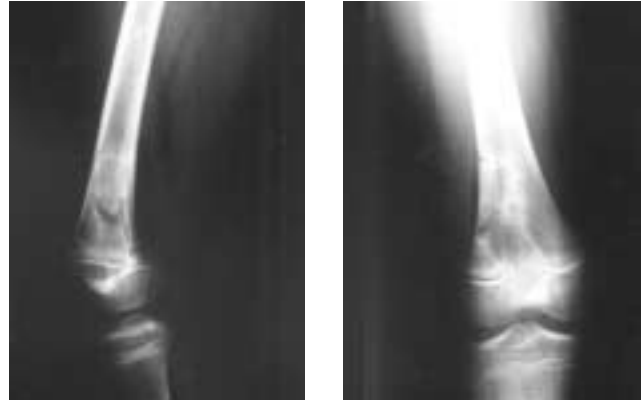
Radiografía AP y lateral de epífisis distal de fémur izquierdo con imagen de sequestro.
